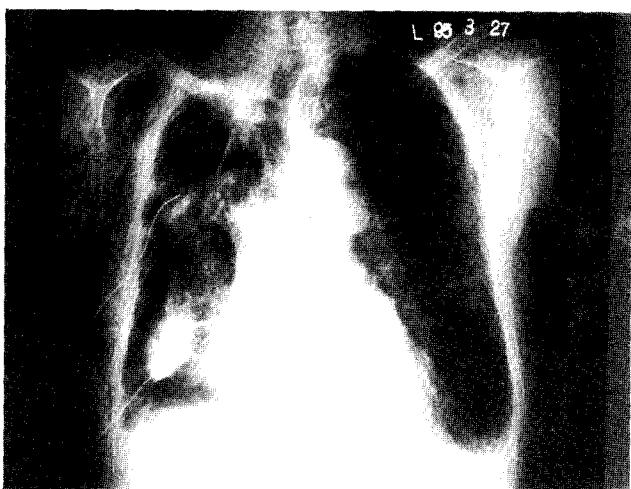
Chest x-ray 1 day before selective bronchial occlusion. Aggravated right pneumothorax and subcutaneous emphysema with small amount of right pleural effusion.
